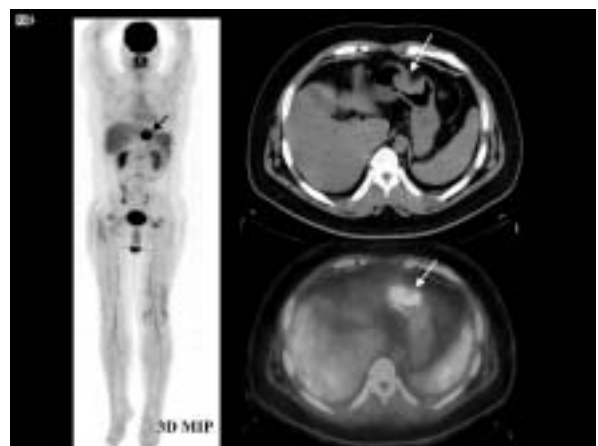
F-18 FDG PET/CTによる急性骨髄白血病の胃への再発巣の検出
